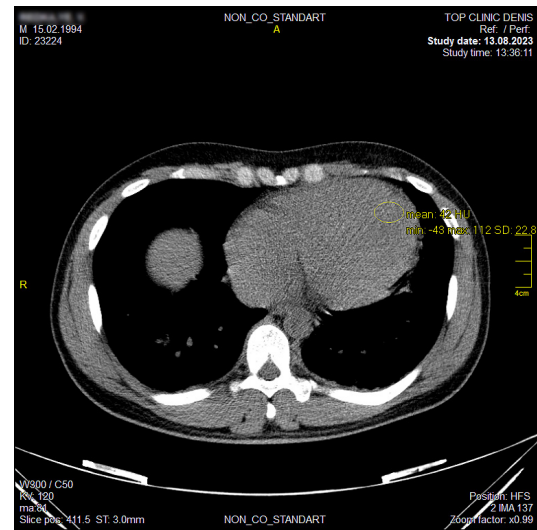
Аксіальний зріз КТ пацієнта P. з денситометричними показниками міокардиту, встановленого на основі стандартних методів дослідження
